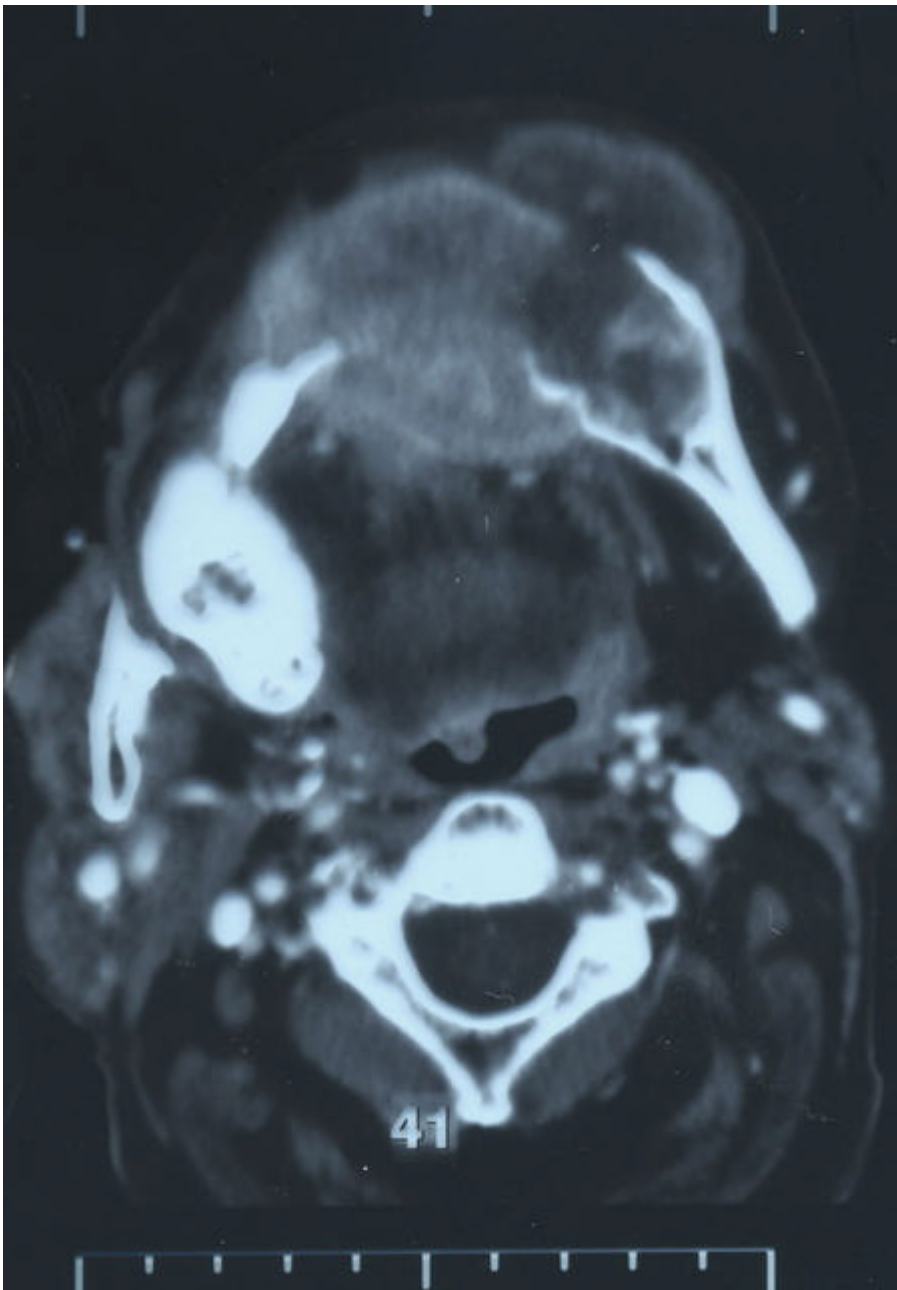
TAC: gran tumoración que afecta sínfisis y ambas ramas mandibulares.
